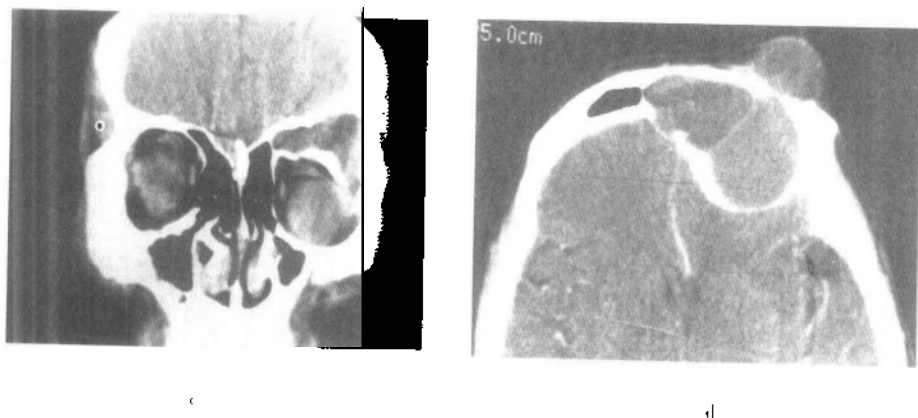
c~d 冠状面CT显示筛旁窦内低密度软组织肿块，窦腔扩大，致上顶壁下塌，眼球向下移位
